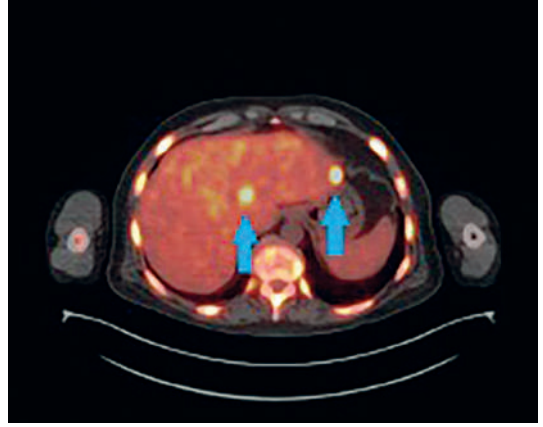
Kemiklerde yaygın metastaz saptanan prostat kanseri hastasının Ga-68 PSMA PET/BT görüntüsü.
